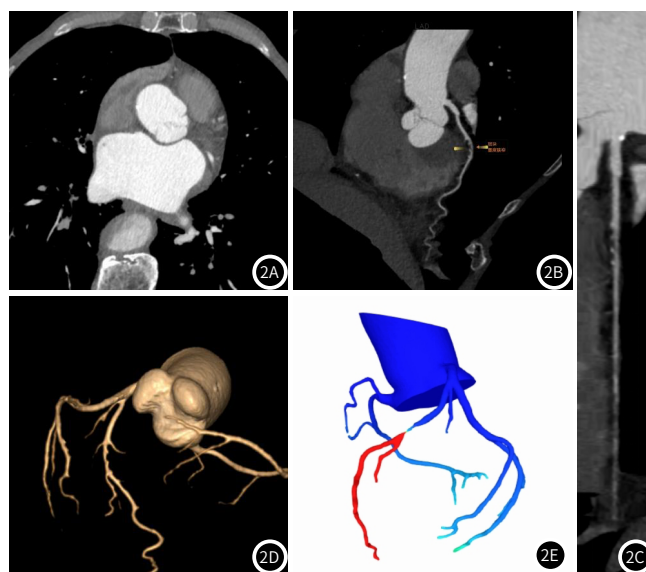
图2E 典型病例，男，75岁，因胸闷气喘3天入院，CTA检查显示左前降支近段混合斑块伴管腔重度狭窄，斑块远端2cm处测得的CT-FFR值为0.51。图2A为轴位图像，图2B为曲面重建图像，图2C为冠脉造影技术，图2D为3DVR图像，图2E为FFRCT图像。
